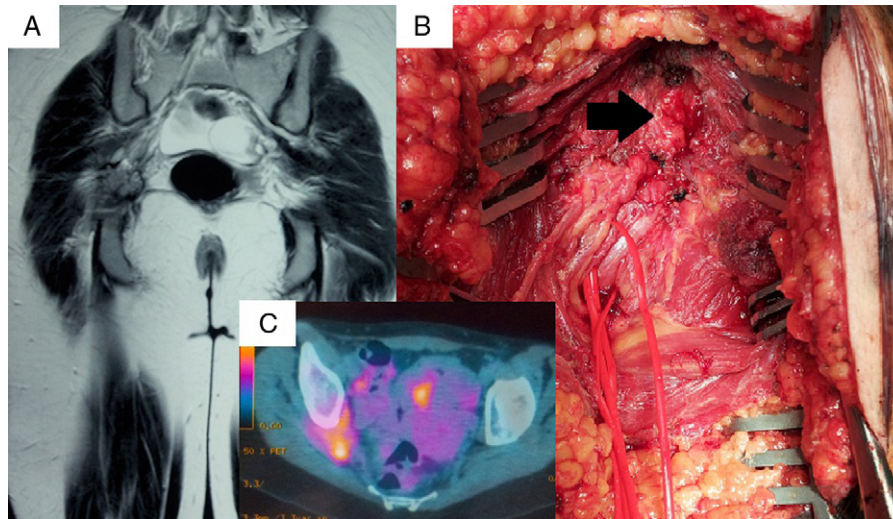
A) Secuencia T2 de RM sacra y de miembro inferior. Se aprecia una lesión difusa de señal heterogénea a nivel de la escotadura ciática, en el inicio del trayecto extrapélvico del nervio ciático. B) PET, aumento metabólico de las estructuras adyacentes a la escotadura ciática. C) Exposición quirúrgica del nervio ciático a través de un abordaje transglúteo. Flecha: porción del músculo piriforme donde estaba localizado el foco de endometriosis.
